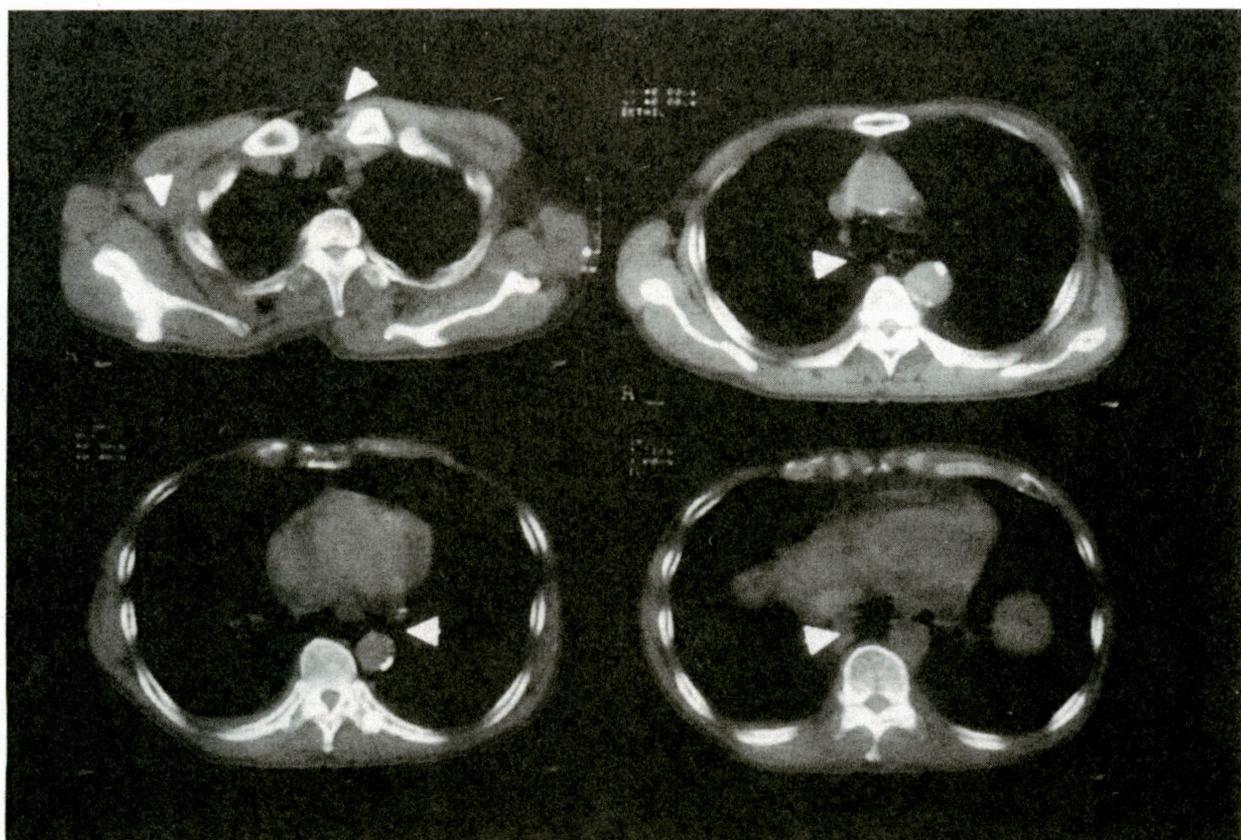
胸部CT：著明な縦隔気腫と皮下気腫を認める（矢印）
